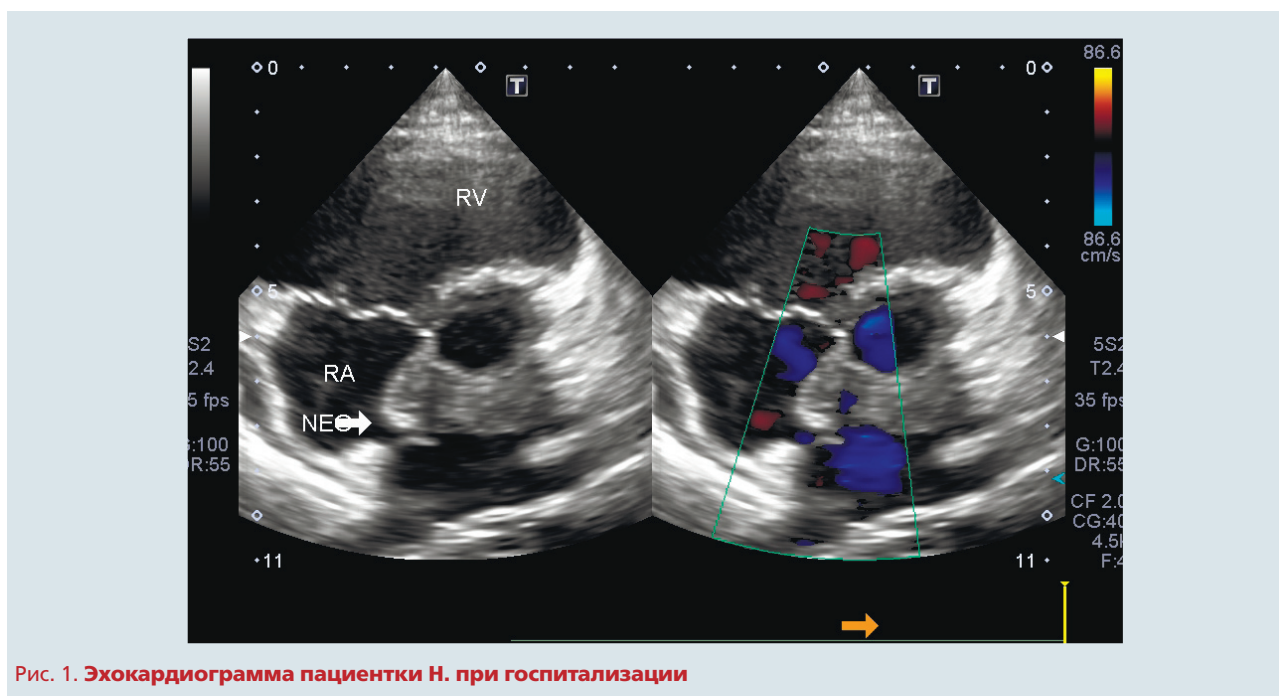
Эхокардиограмма пациентки Н. при госпитализации
